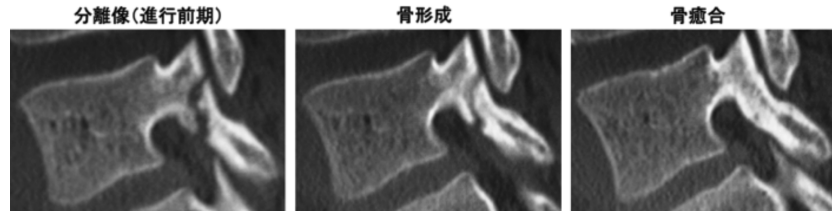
CT画像による, 分離像, 骨形成, 骨癒合の判断
